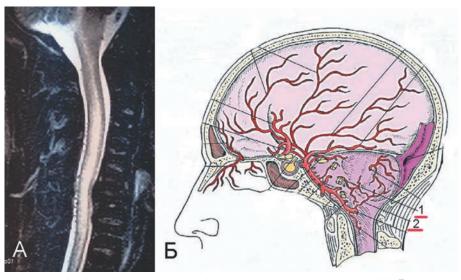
Дуральная артериовенозная фистула в области большого затылочного отверстия. А — МРТ шейного отдела спинного мозга в режиме Т2 демонстрирует наличие патологических сосудов по задней поверхности спинного мозга с признаками сосудистой миелоишемии от продолговатого мозга до грудного отдела спинного мозга (в клинике параплегия в ногах и парез в руках с нарушением глотания). Б анатомическое изображение сосудов, участвующих в образовании ДАВФ ствола (1 — задняя оболочечная ветвь восходящей глоточной артерии, 2 дняя оболочечная ветвь позвоночной артерии).
